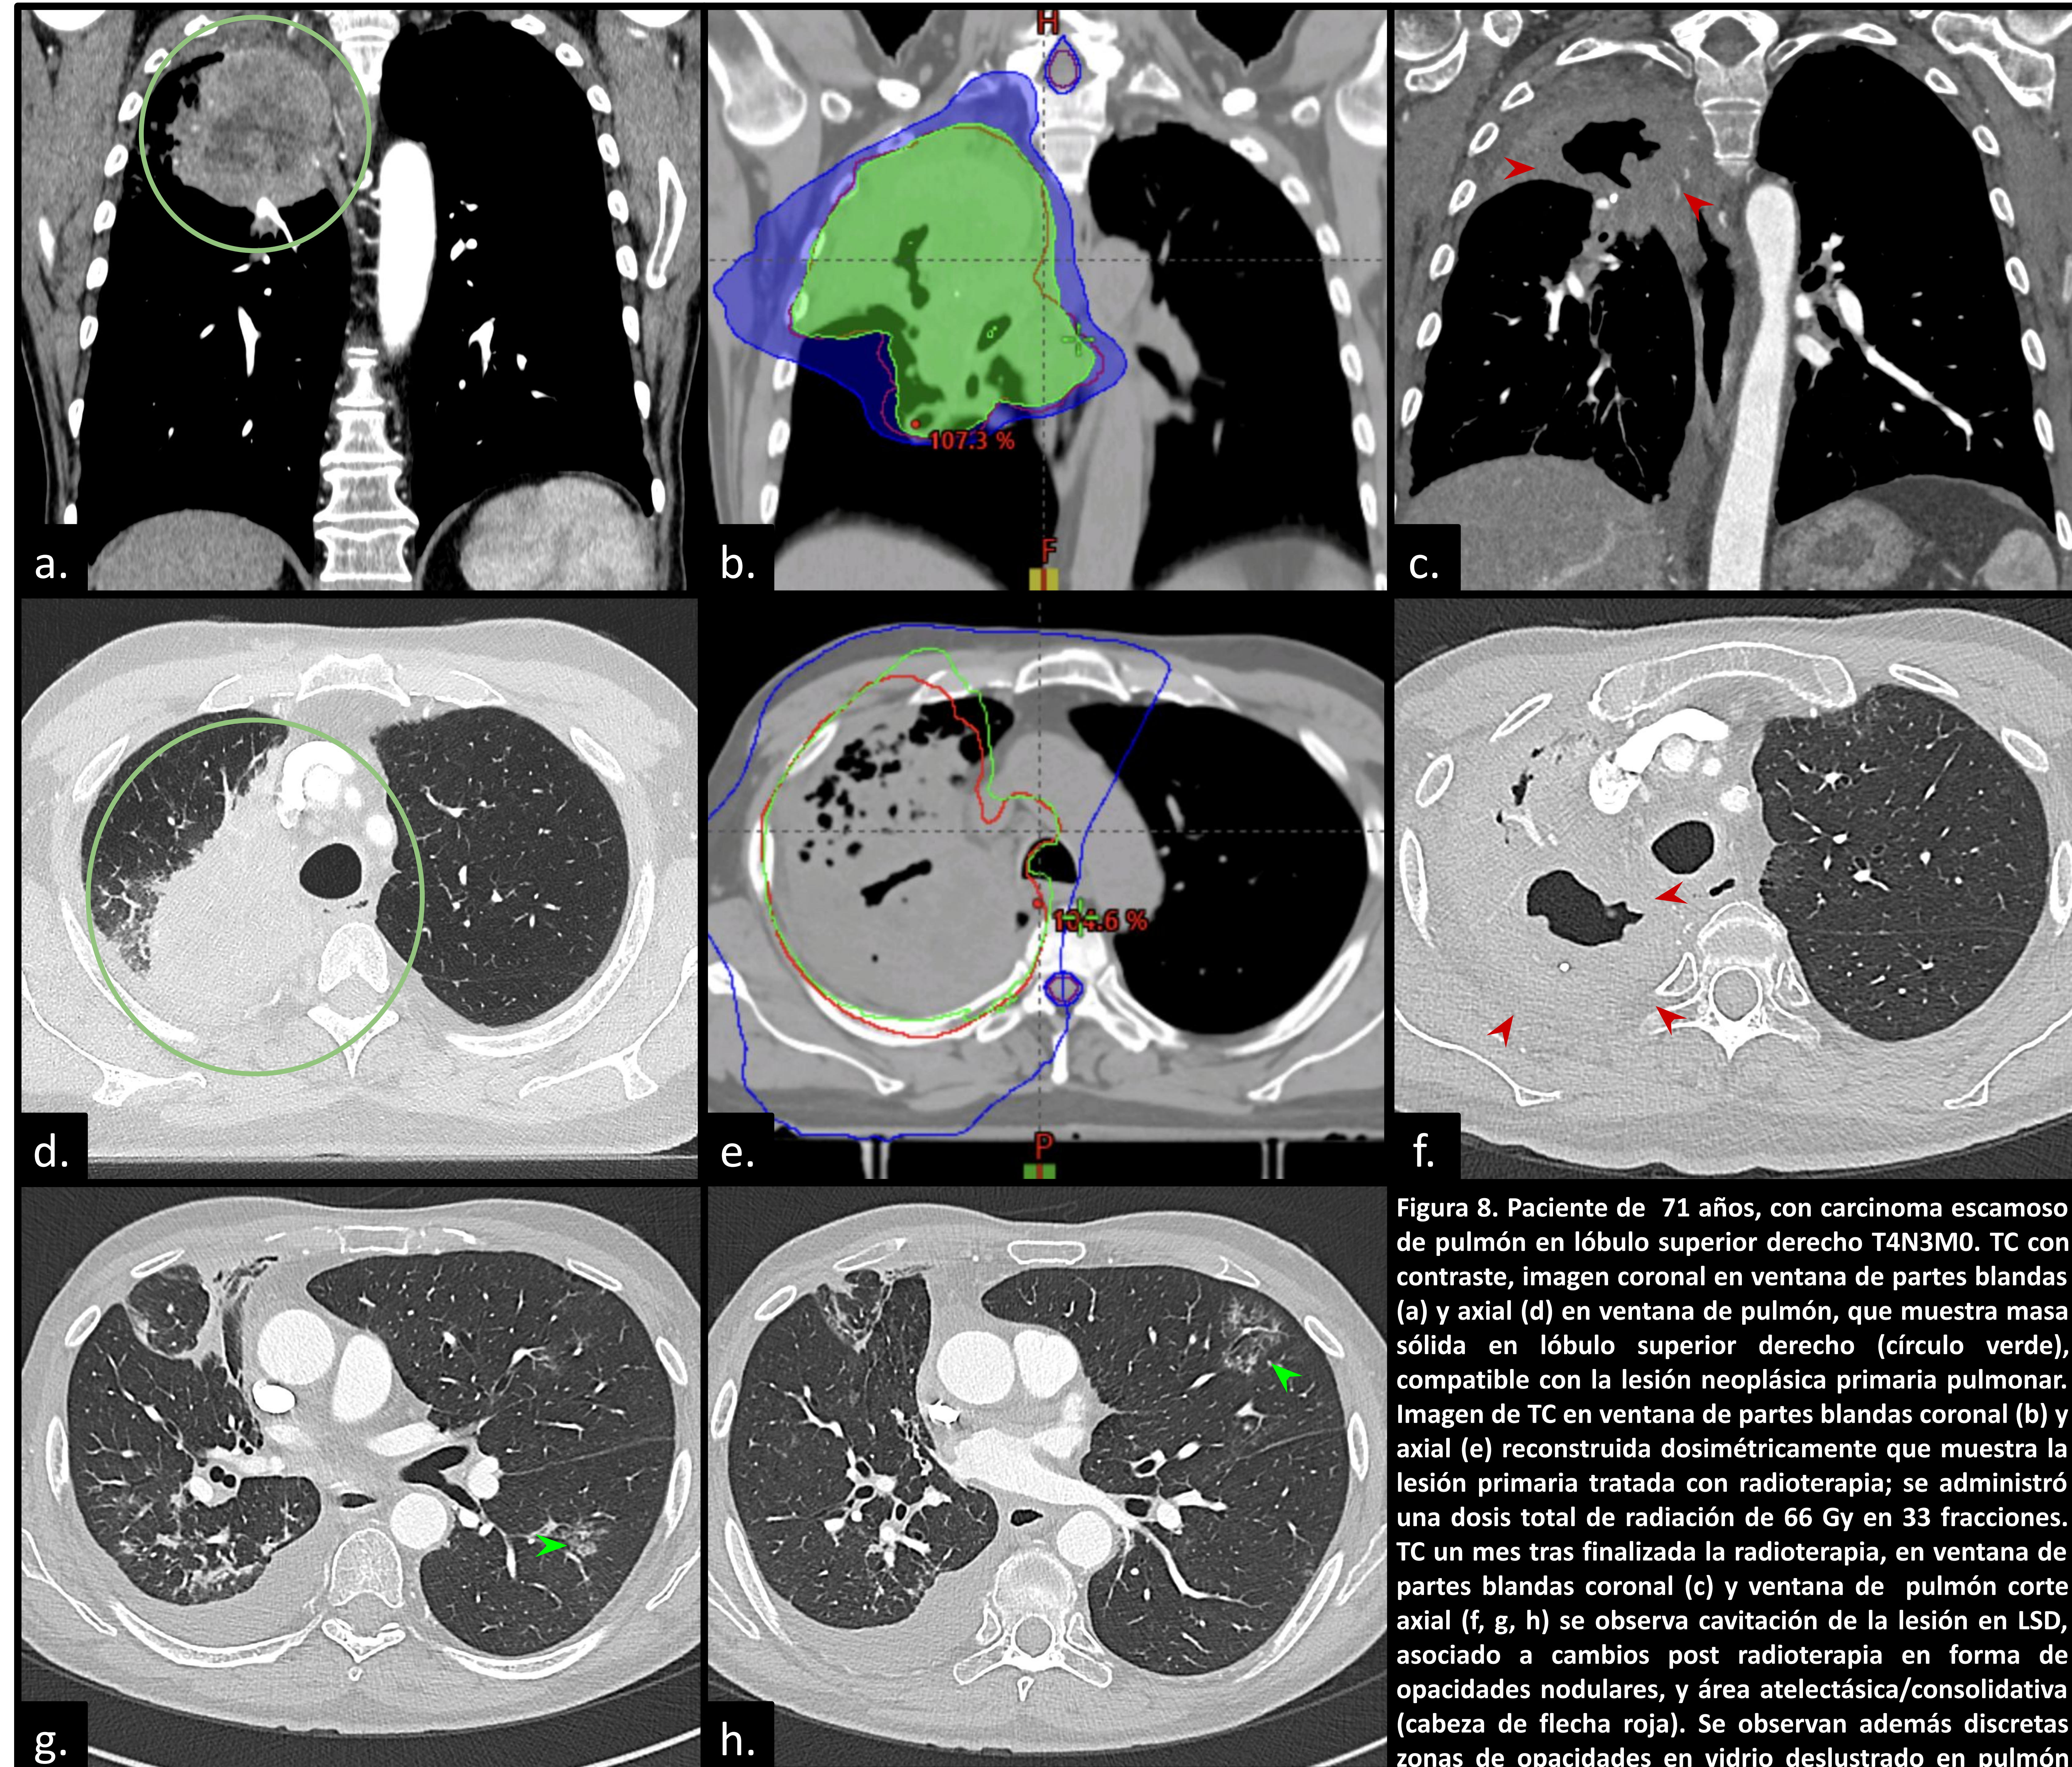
Paciente de 71 años, con carcinoma escamoso de pulmón en lóbulo superior derecho T4N3M0. TC con contraste, imagen coronal en ventana de partes blandas (a) y axial (d) en ventana de pulmón, que muestra masa sólida en lóbulo superior derecho (círculo verde), compatible con la lesión neoplásica primaria pulmonar. Imagen de TC en ventana de partes blandas coronal (b) y axial (e) reconstruida dosimétricamente que muestra la lesión primaria tratada con radioterapia; se administró una dosis total de radiación de 66 Gy en 33 fracciones. TC un mes tras finalizada la radioterapia, en ventana de partes blandas coronal (c) y ventana de pulmón corte axial (f, g, h) se observa cavitación de la lesión en LSD, asociado a cambios post radioterapia en forma de opacidades nodulares, y área atelectásica/consolidativa (cabeza de flecha roja). Se observan además discretas zonas de opacidades en vidrio deslustrado en pulmón contralateral que no permite descartar neumonía organizativa añadida vs focos infecciosos (cabeza de flecha verde).
